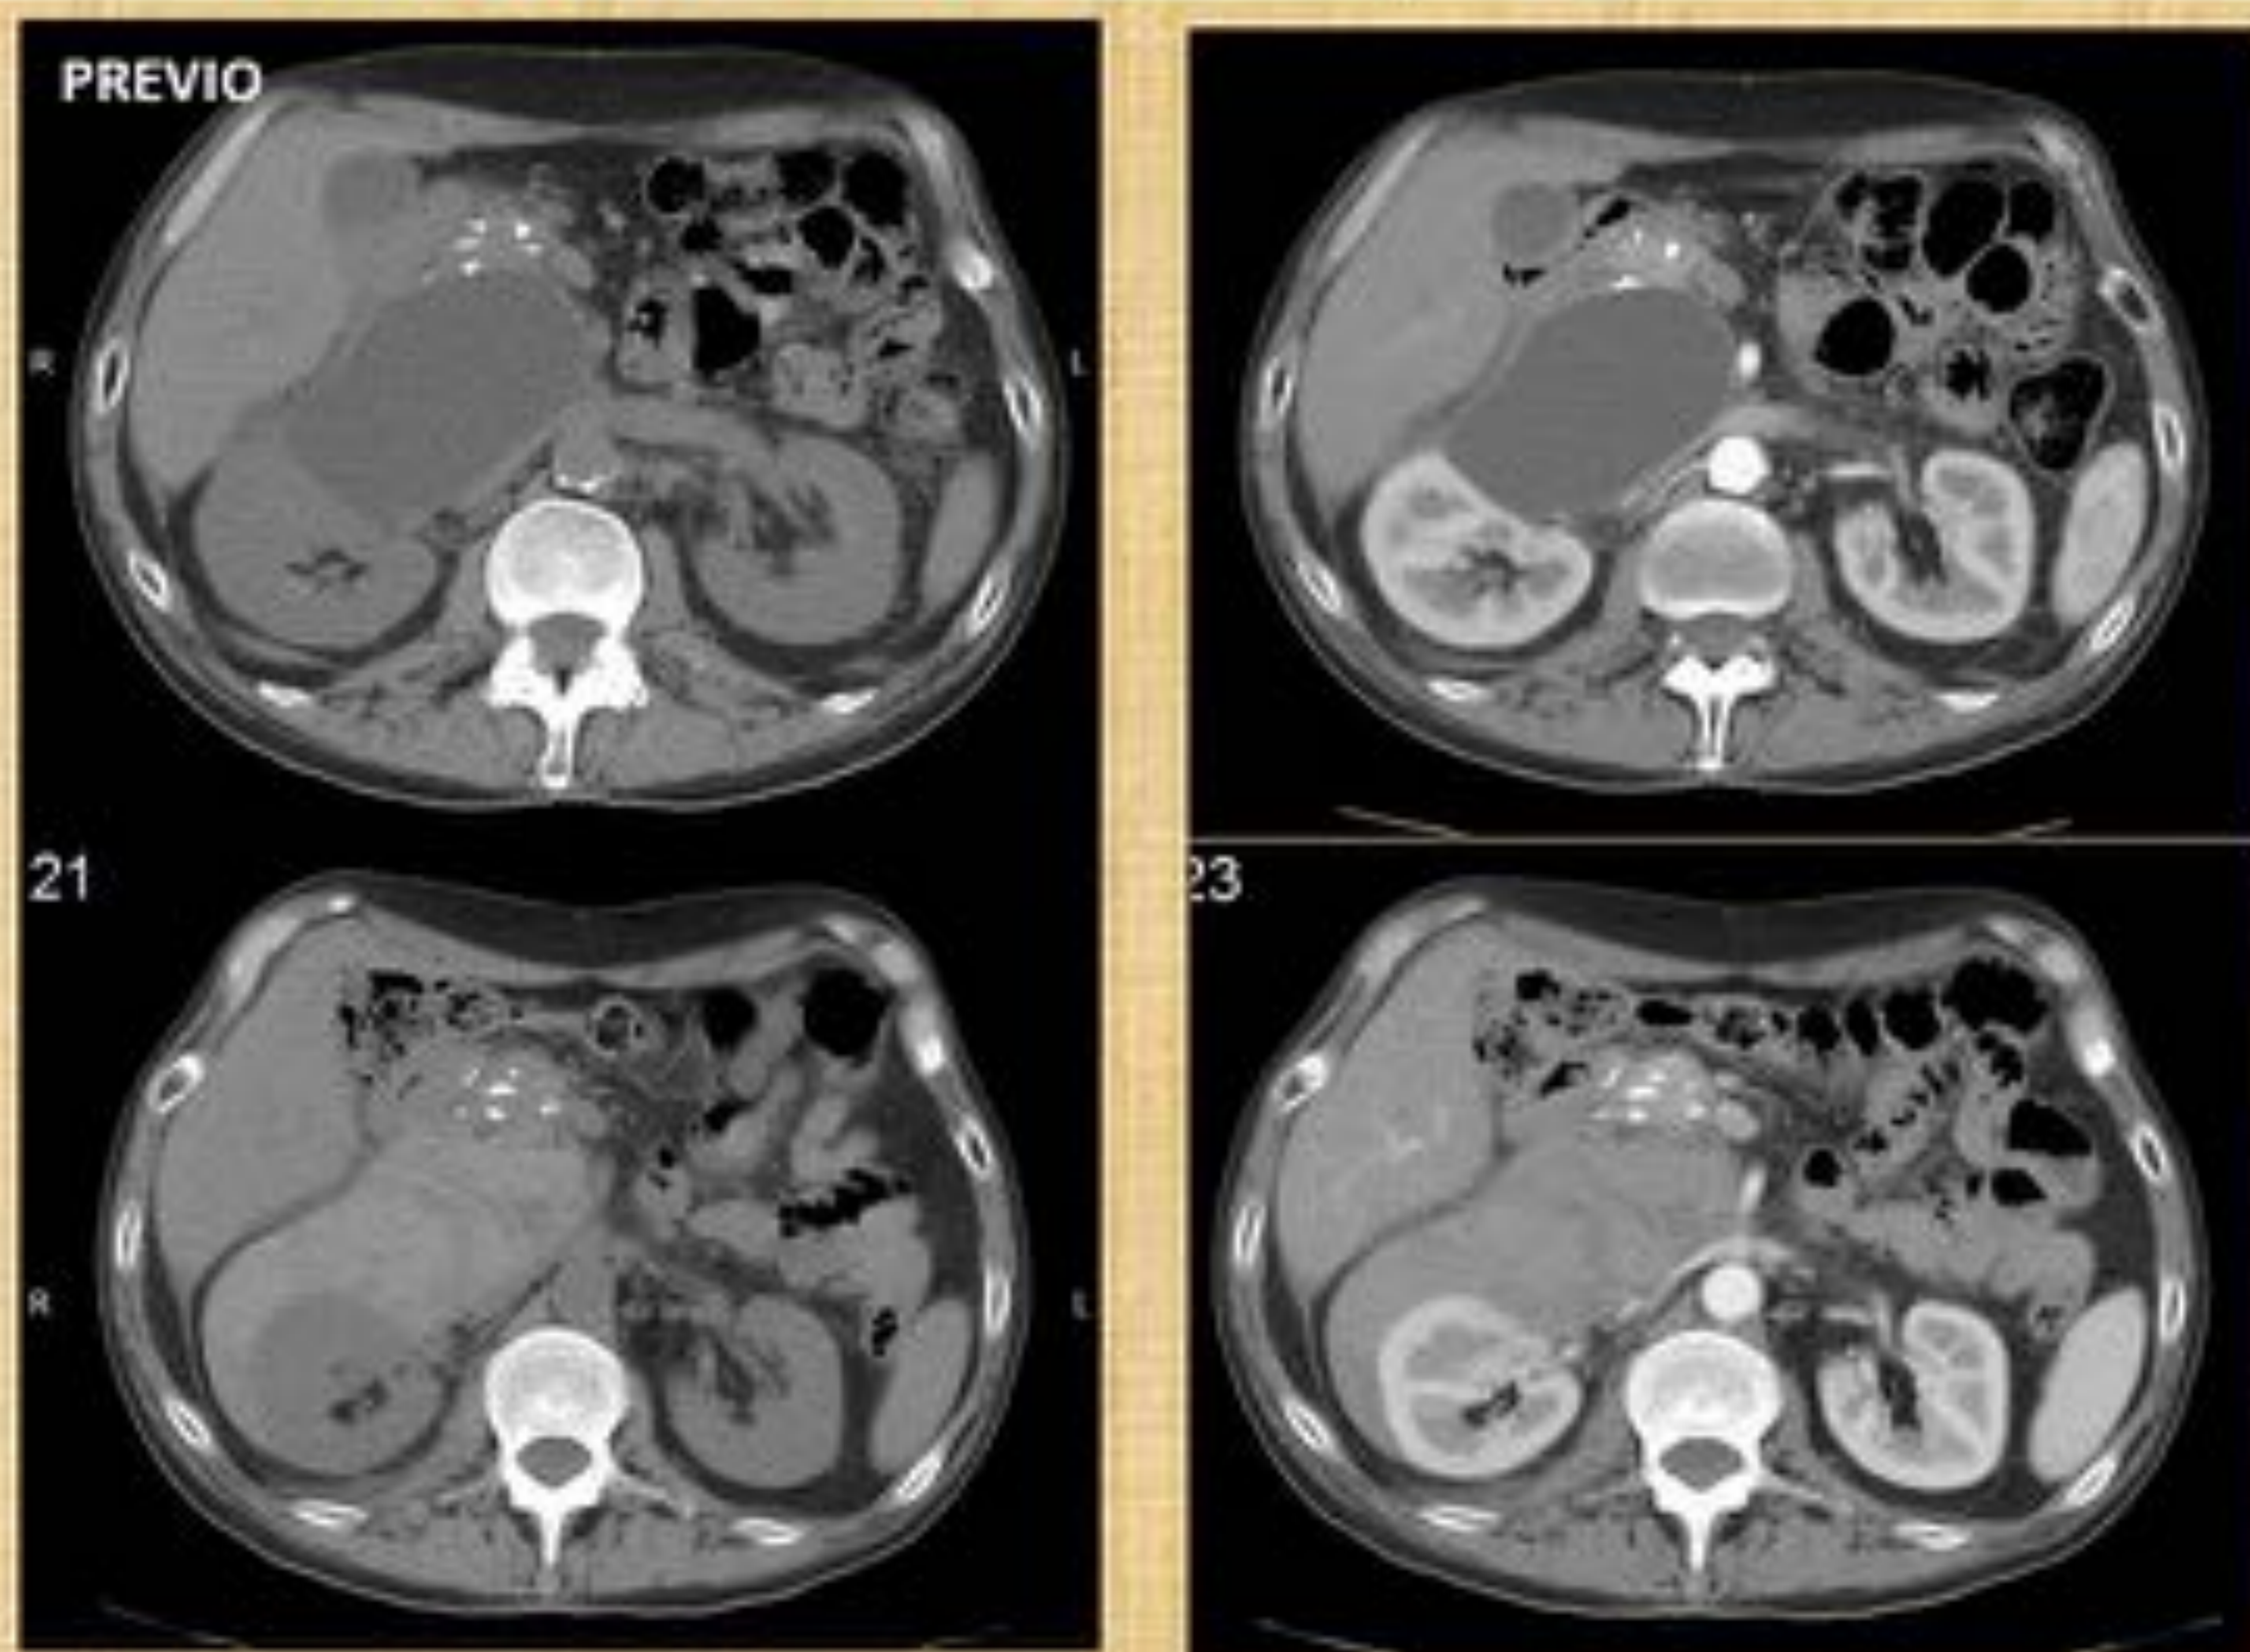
Paciente con pancreatitis crónica calcificante de etiología enólica con pseudoquiste conocido de cabeza pancreática que acudió por intenso dolor súbito en hipocondrio derecho y anemia. La TC realizada demostró la presencia de la complicación hemorrágica (imágenes inferiores) sobre el pseudoquiste ya conocido con imágenes hiperdensas en el TC sin contraste en el interior del mismo. No se demostró sangrado arterial agudo por lo que no se embolizó.
